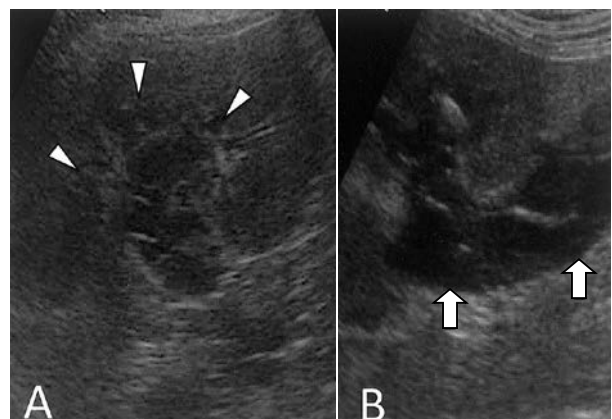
右腎の超音波検査所見 (A: 矢状断, B: 近位尿管)
